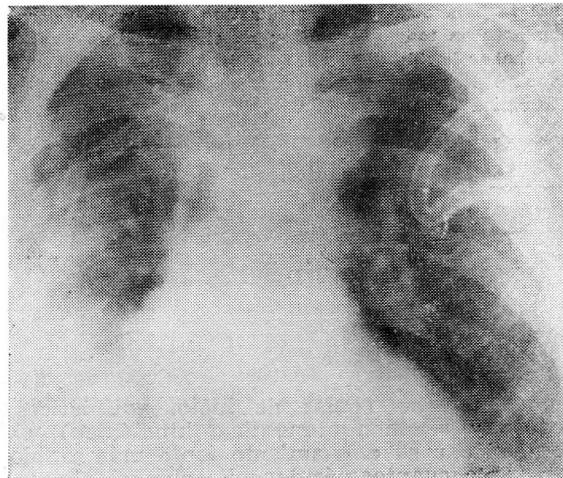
Radiografía de tórax, de contralor postoperatorio inmediato. Obsérvese el drenaje con tubo grueso, en declive, pleural, y los 2 tubos de menor calibre en ambos hemitórax para contralor.
